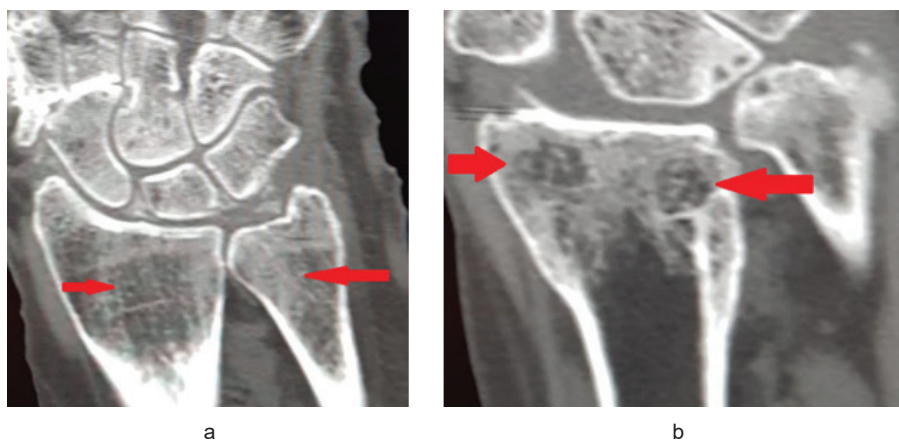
Спиральная компьютерная томография лучезапястного сустава у лиц старше 70 лет, костно-деструктивная перестройка дистального метаэпифиза костей предплечья, склеротические изменения трабекул костного матрикса (а), формирование «пустот» в виде кистозной перестройки костной ткани (б) – указано стрелками
